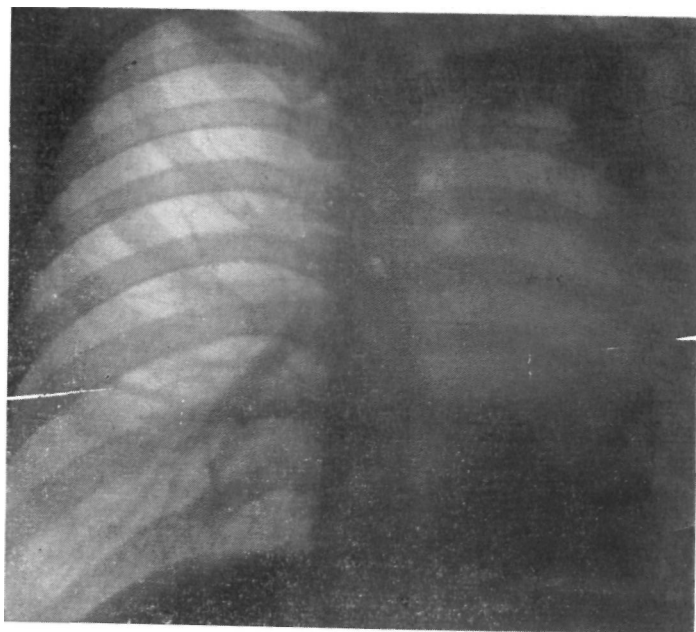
Больной С. Прямая рентгенограмма легких. Ателектаз левого легкого, средостение резко смещено влево. Над правым главным бронхом — крупный обызвествленный лимфатический узел.
